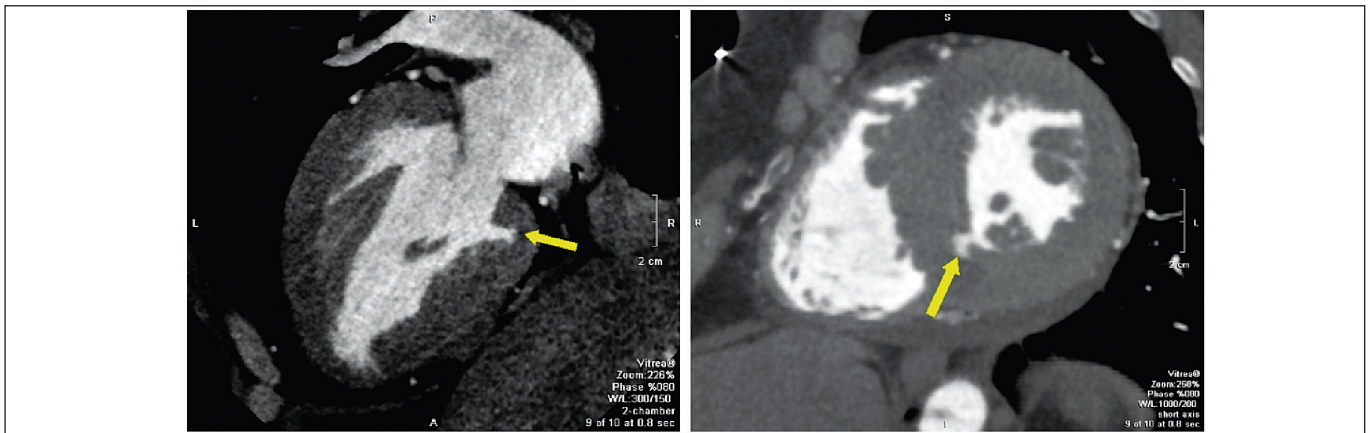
КТ-зображення пацієнта з асиметричною обструктивною формою ГКМП у трикамерній позиції по довгій осі (ліворуч) і двокамерній позиції по короткій осі (праворуч) після АСА
